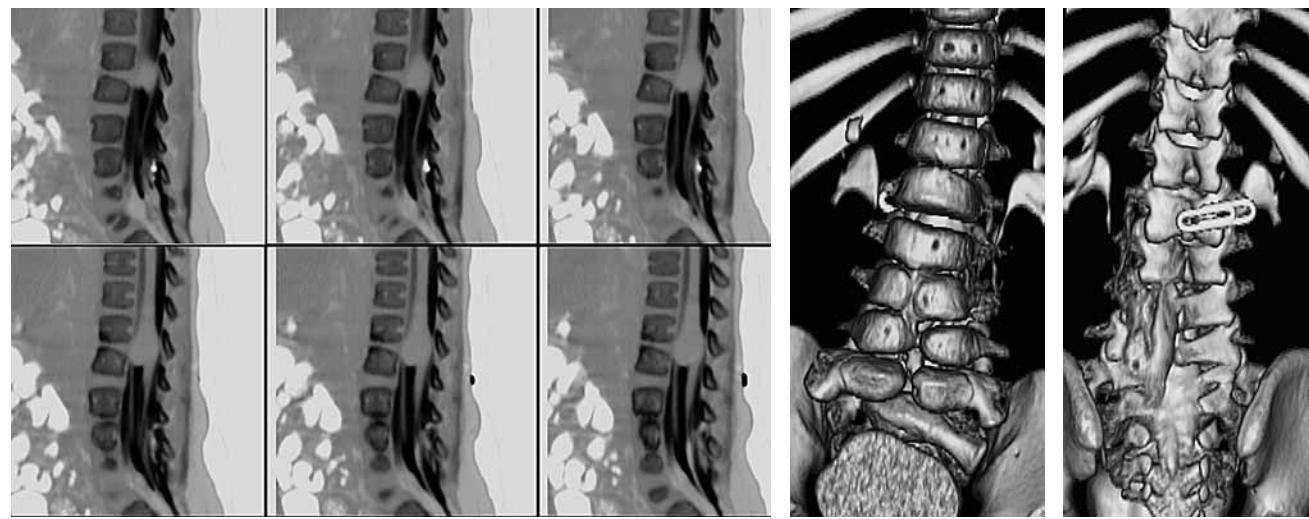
МСКТ в сагиттальной — а, и в 3D-реконструкции (вид спереди — б, вид сзади — в). Определяется частичный блок спинального субарахноидального пространства и «раздутость» конуса спинного мозга на фоне расширенного на этом уровне позвоночного канала. Незаращение дужек нижних поясничных и крестцовых позвонков и тел $VL_{IV-V-VI}$
